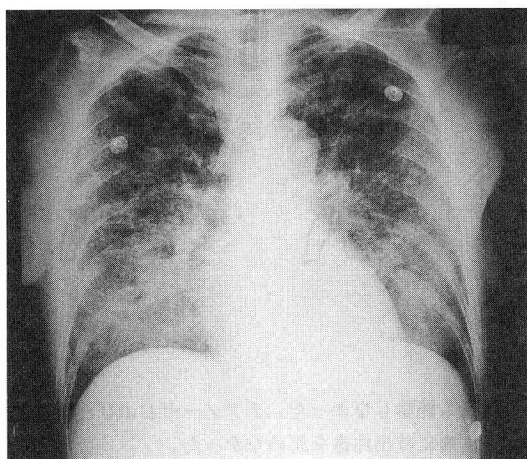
a 平成7年10月23日 ARDS合併時の胸部X線写真
